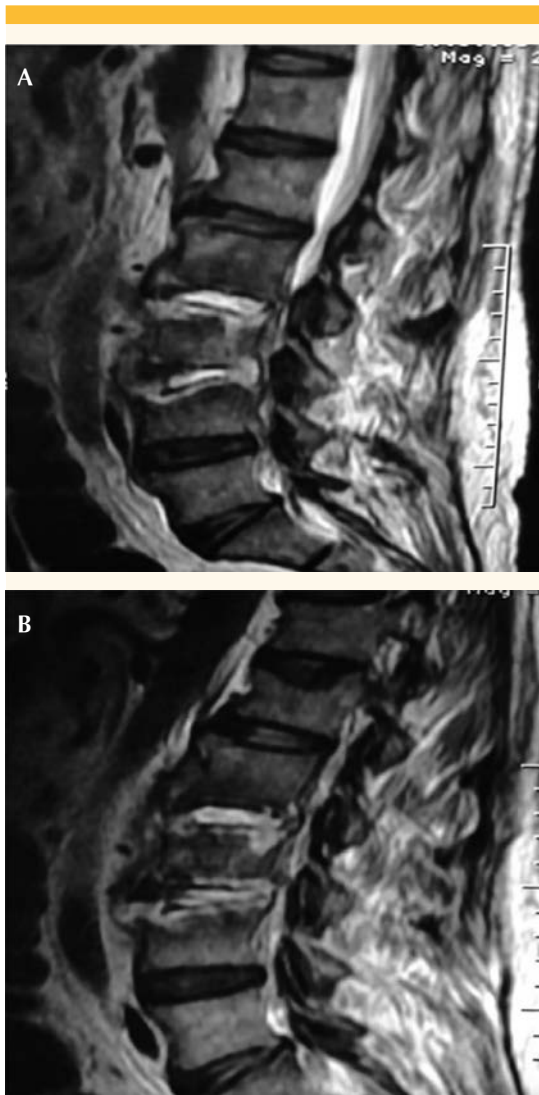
y 2B. Resonancia magnética de columna lumbar con proliferación anormal de tejido blando paravertebral, psoas y márgenes de cuerpos vertebrales, con infiltración ósea y discos intersomáticos afectados de L2 hasta L4.
